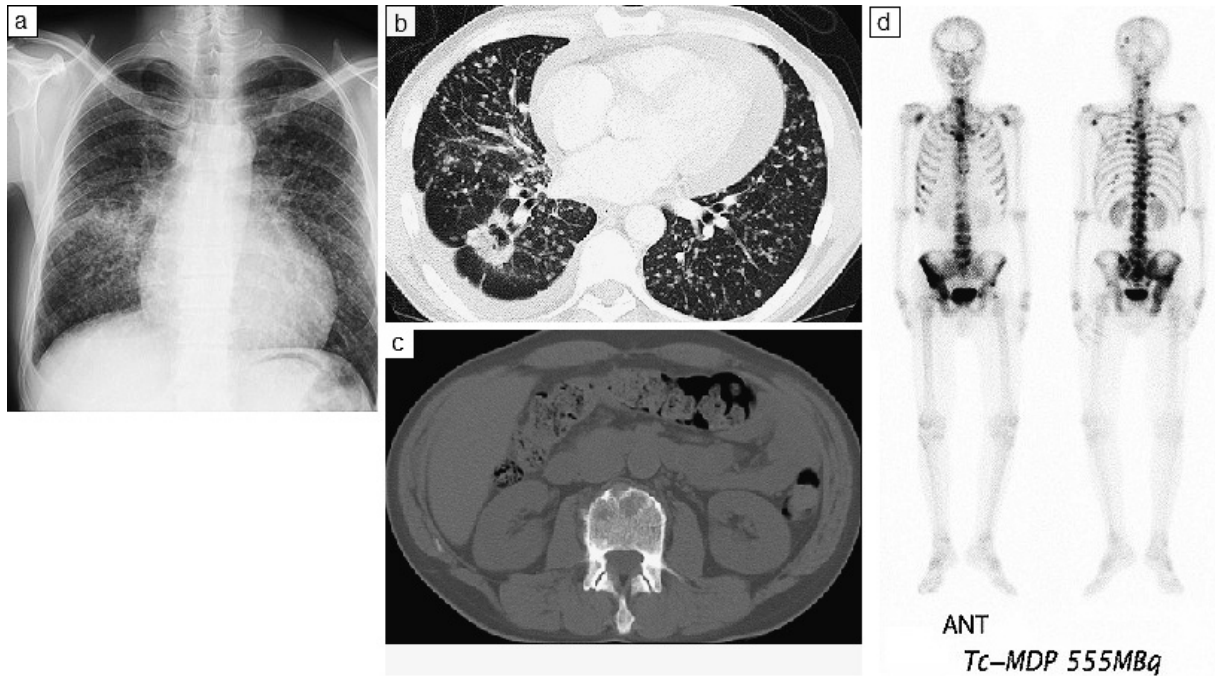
Chest radiograph, CT and bone scintigraphy findings in case 2. (a) A chest radiograph showing a tumor shadow in the right middle field, multiple small nodules, a dull costophrenic angle and cardiomegaly. (b) A chest CT image showing a tumor in the right S⁶, multiple small nodules, bilateral hilar and multiple mediastinal lymph node swelling and right pleural and pericardial effusion. (c) An abdominal CT image showing lytic metastasis in the vertebral body of the lumbar spine. (d) A bone scintigram showing high intensity uptake in the spine, ribs, skull and pelvis.
